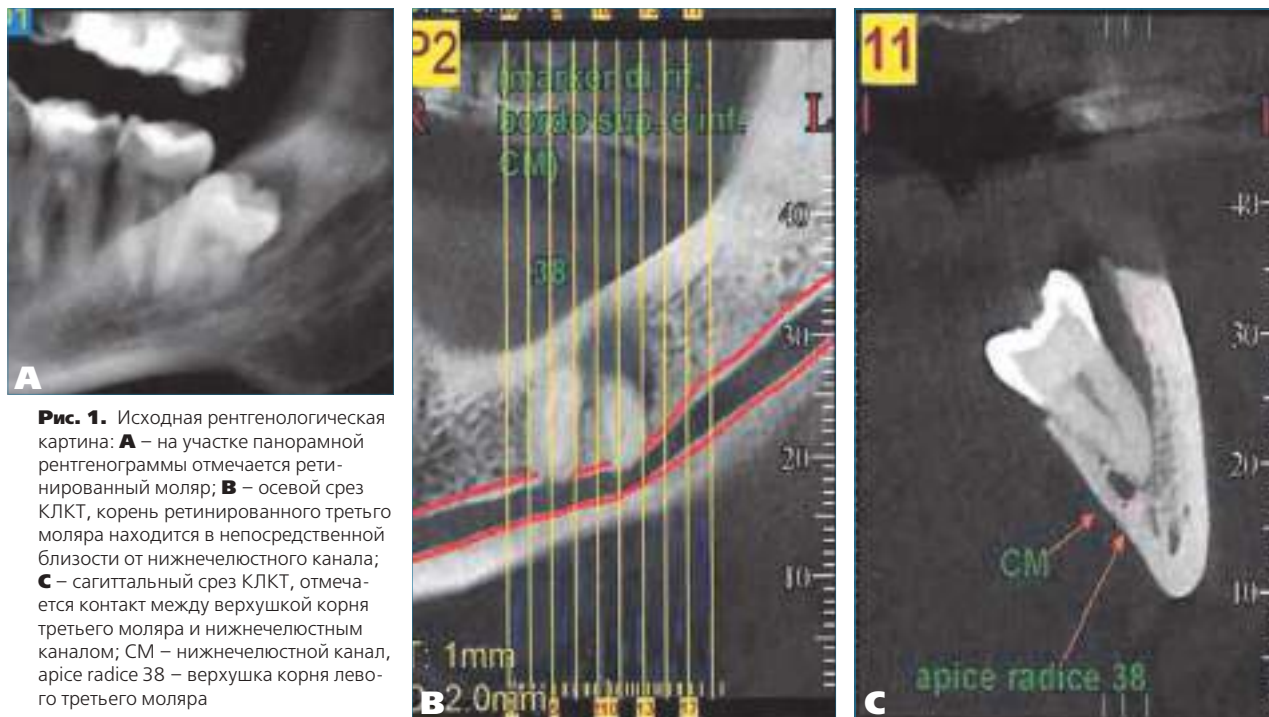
Исходная рентгенологическая картина: А – на участке панорамной рентгенограммы отмечается ретинированный моляр; В – осевой срез КЛКТ, корень ретинированного третьего моляра находится в непосредственной близости от нижнечелюстного канала; С – сагиттальный срез КЛКТ, отмечается контакт между верхушкой корня третьего моляра и нижнечелюстным каналом; CM – нижнечелюстной канал, apice radice 38 – верхушка корня левого третьего моляра
